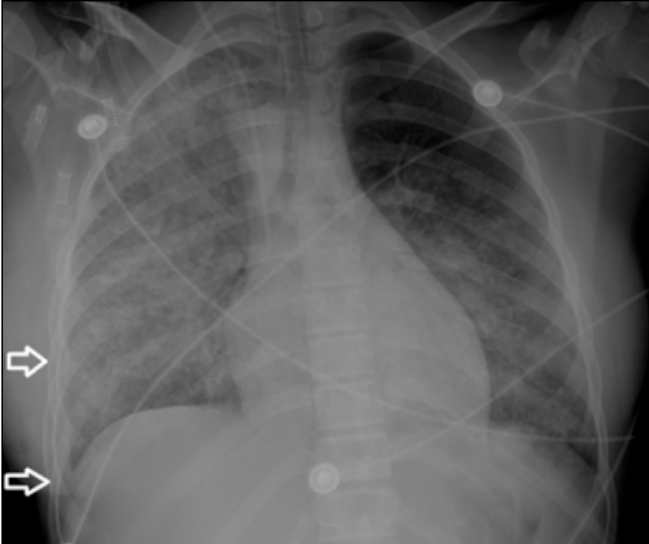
Chest radiography of an intubated 15-years old female patient on the fourth day of fever demonstrating bilateral middle and lower zone located alveolar and reticular infiltrates as well as the right upper lobe pneumonic infiltrates. Right sided pleural effusion (arrows) was also depicted.
